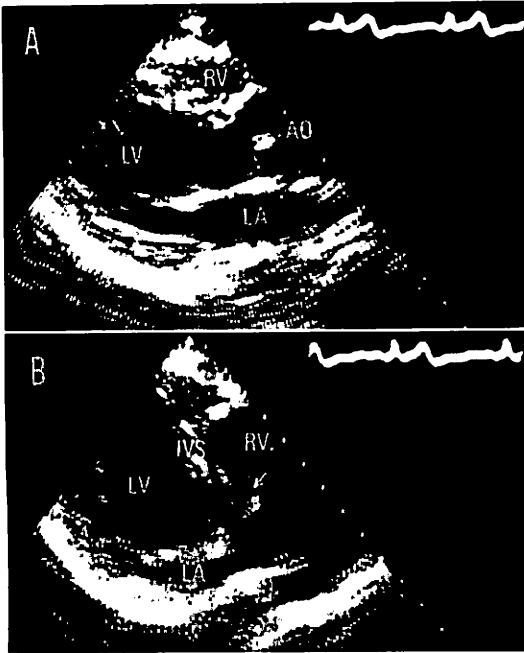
Cross-sectional echocardiograms in a 36-year-old male with ventricular septal defect (membranous aneurysm).
